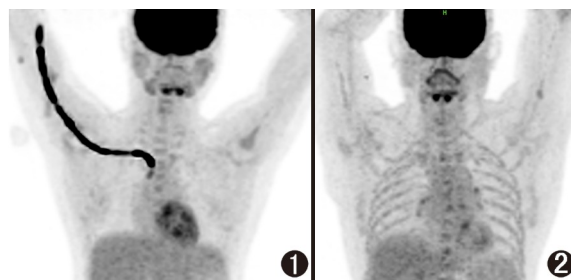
外周静脉注射组患者(女,24 岁,诊断为淋巴瘤) ^{18}F -FDG PET/CT 显像图。注射 ^{18}F -FDG 后, PET/CT 显像示在上肢静脉、锁骨下及上腔静脉处有连续浓聚条索影,考虑为静脉血栓形成, ^{18}F -FDG 残留明显 图 2 耐高压经外周静脉置入中心静脉导管(PICC)组患者(男,50 岁,诊断为淋巴瘤) ^{18}F -FDG PET/CT 显像图。注射 ^{18}F -FDG 后图像示注射静脉路径无明显的 ^{18}F -FDG 残留
